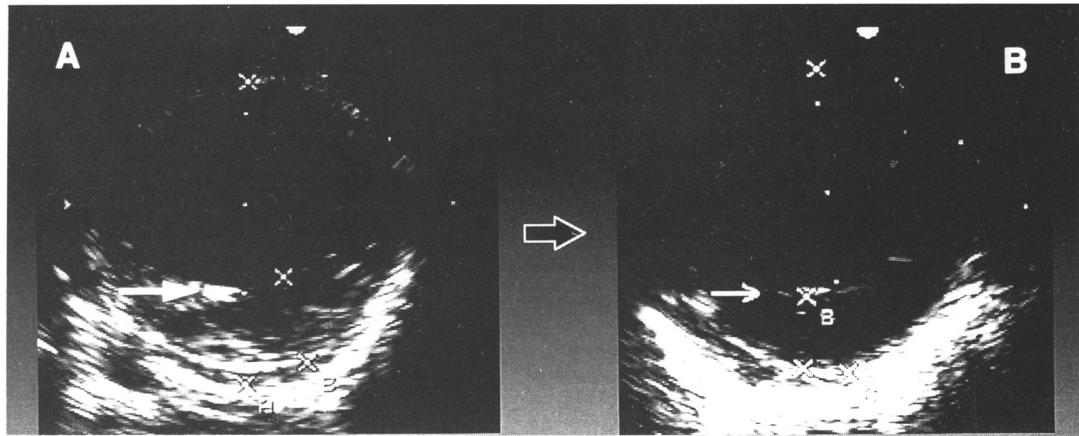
Transesophageal two-dimensional echocardiograms of case No. 2 showing crescentic intramural hematoma with central displacement of intimal calcification(A) and decreased aortic wall thickening in follow-up study(B).
